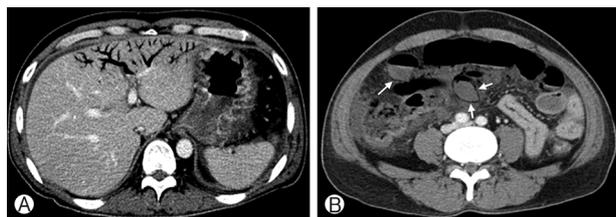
Abdominal computed tomography scan finding on hospital day 1. (A) Portal vein air embolism combined with air collection in the left hepatic lobe portal vein, and (B) bowel wall swelling and pneumatosis cystoides intestinalis (arrows) with small bowel necrosis.
